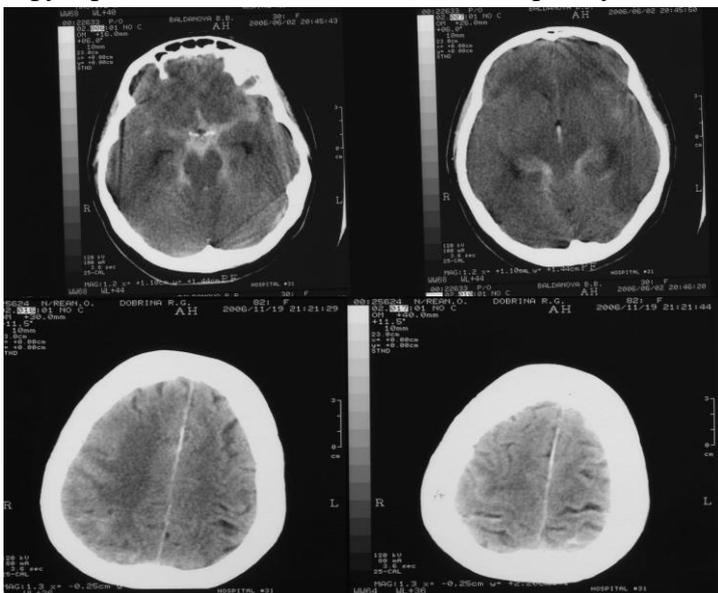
КТ головного мозга. Больной Д., 34 лет
